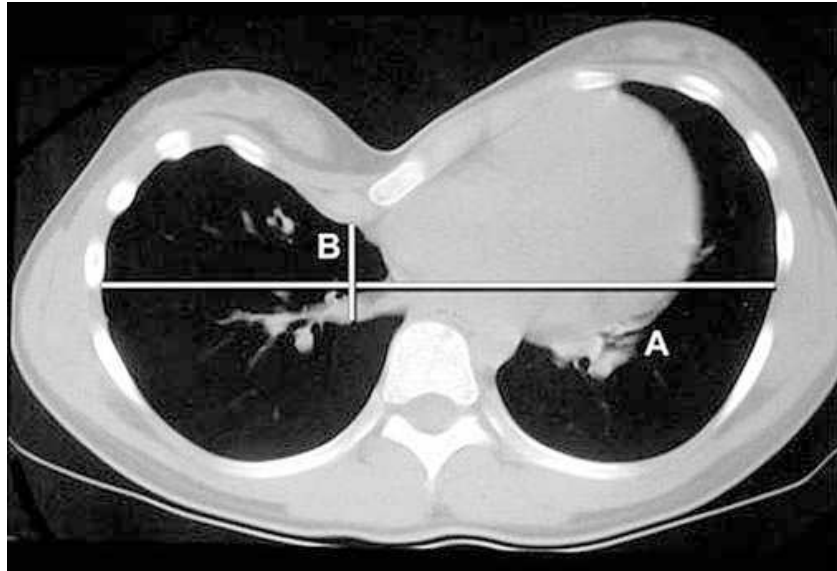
CT-Index nach Haller (A/B) hier 6,94 (aus Daunt et al. 2004 (32))
